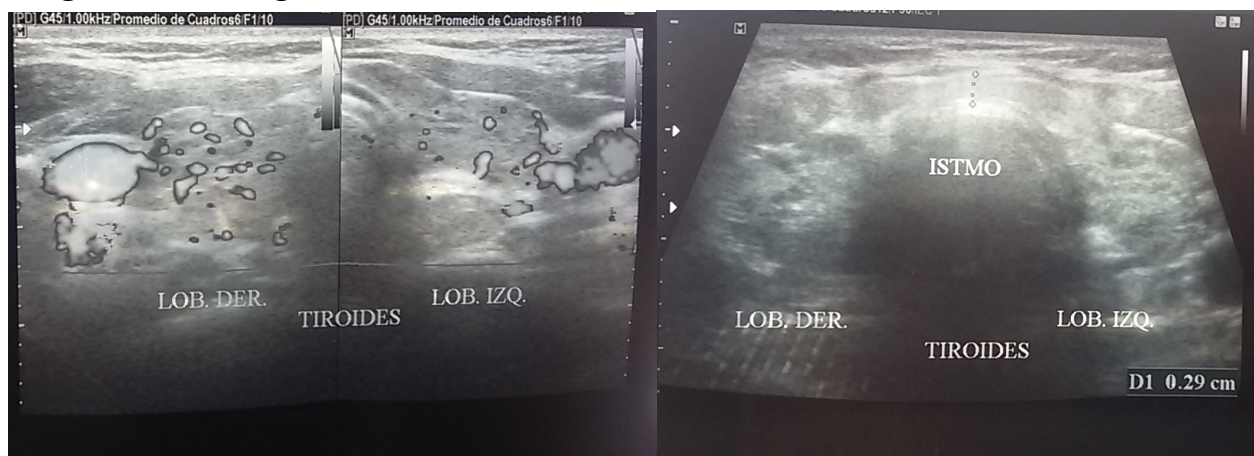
Ecografía de control de tiroides al tercer mes de tratamiento
